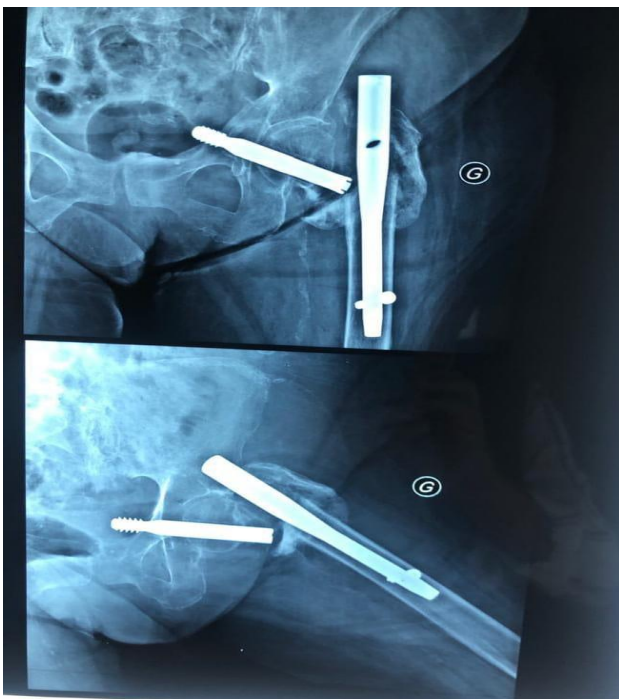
radiographie du bassin, de face et de profil, montrant la migration de la vis cervicale dans le bassin (en intra pelvien)
